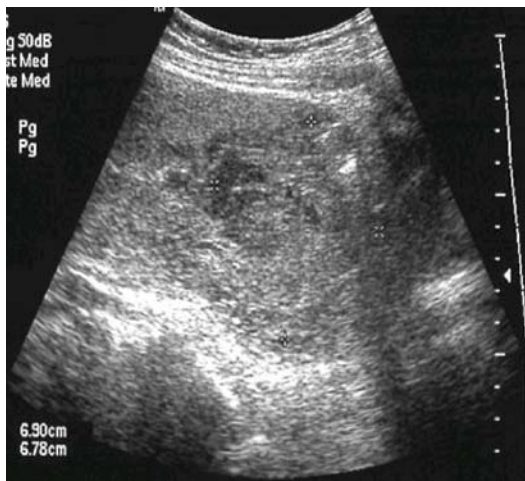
Transvaginal ultrasonogram showing placenta accreta before treatment.
